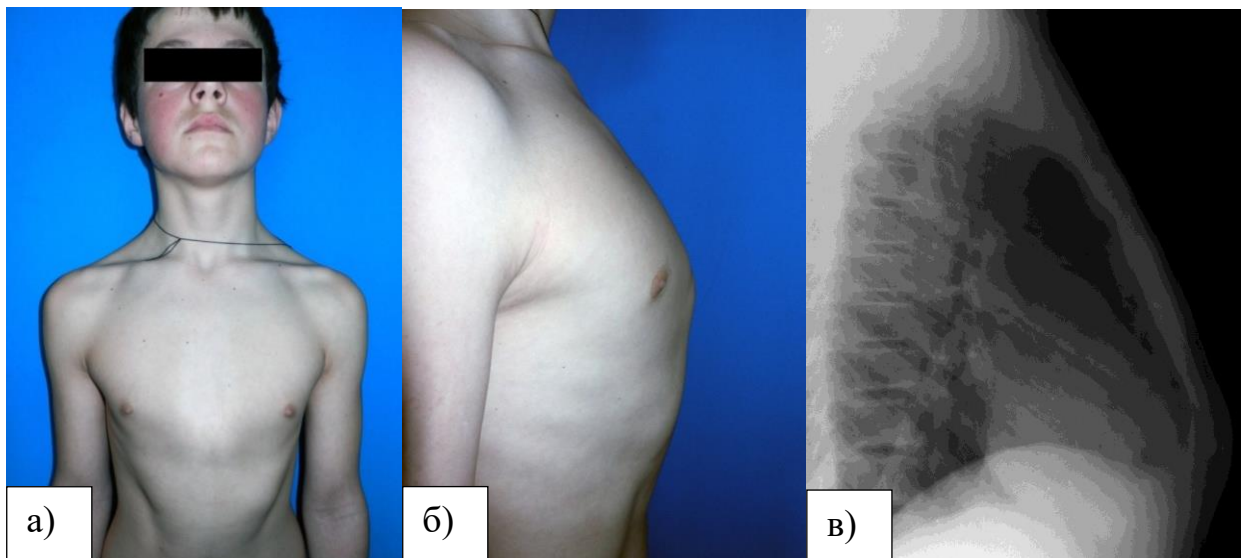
Хворий М. 13 років. Історія хвороби №3548: а) вигляд спереду; б) вигляд збоку; в) рентгенограма ОГК в правій боковій проекції (пояснення в тексті).
